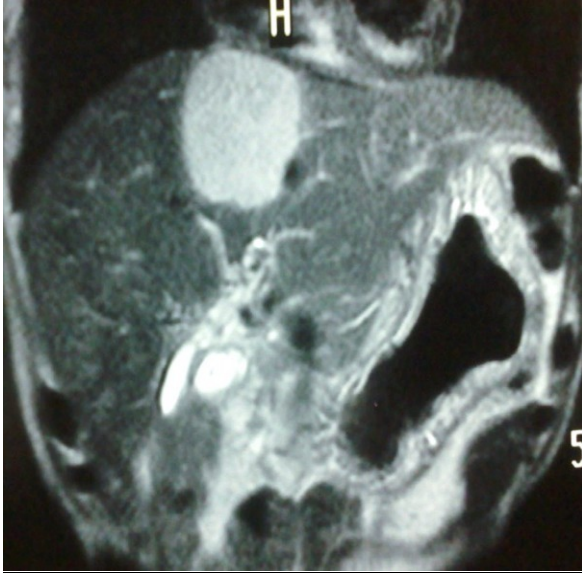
Karın tomografisinde karaciğer sol lobda hepatik ven üzerine oturmuş, düzensiz sınırlı kitle lezyonu
